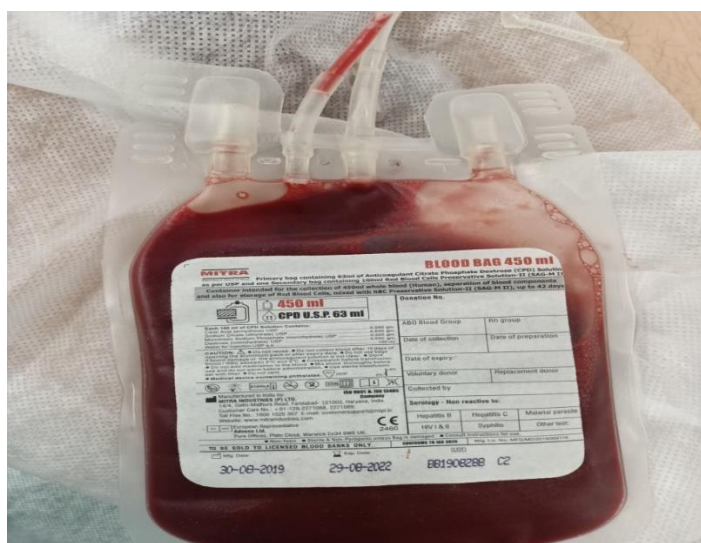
Миелоэкфузия (стерильный мешок с костномозговой смесью в количестве 100 мл)
